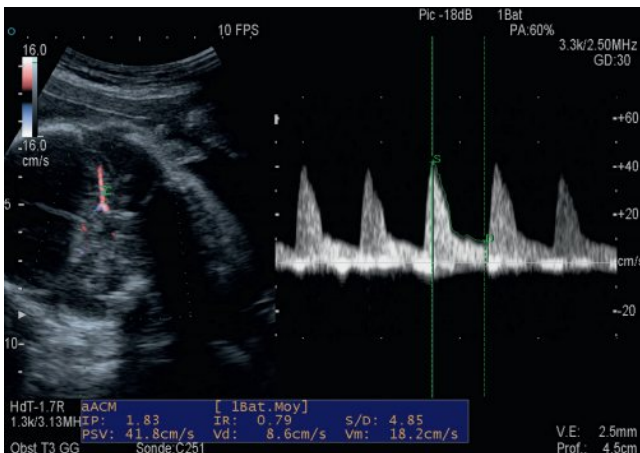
Doppler cérébral au niveau de l'artère cérébrale moyenne.
